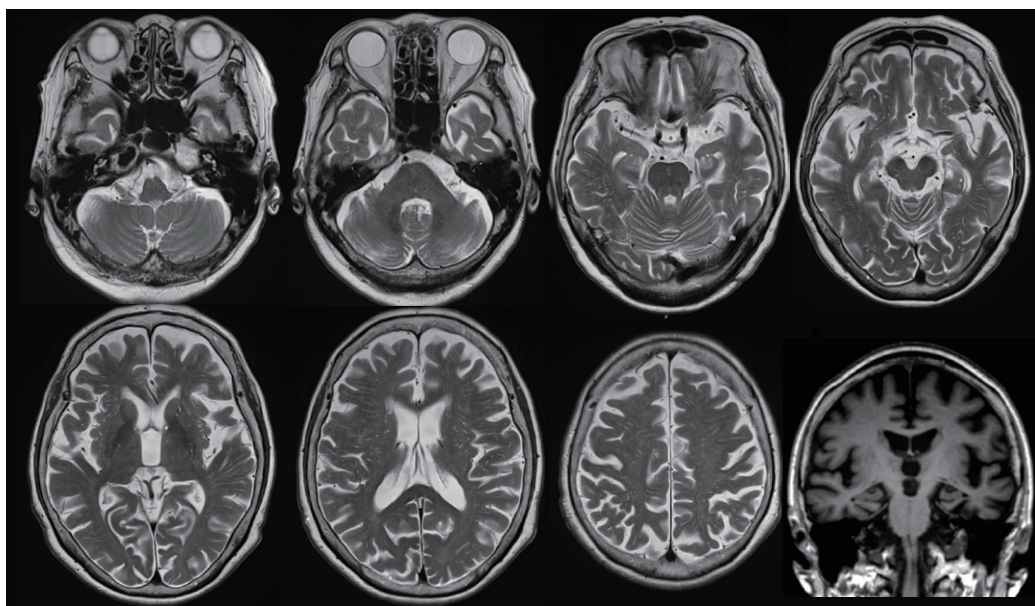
MRI T2強調axial像およびT1強調coronal像
